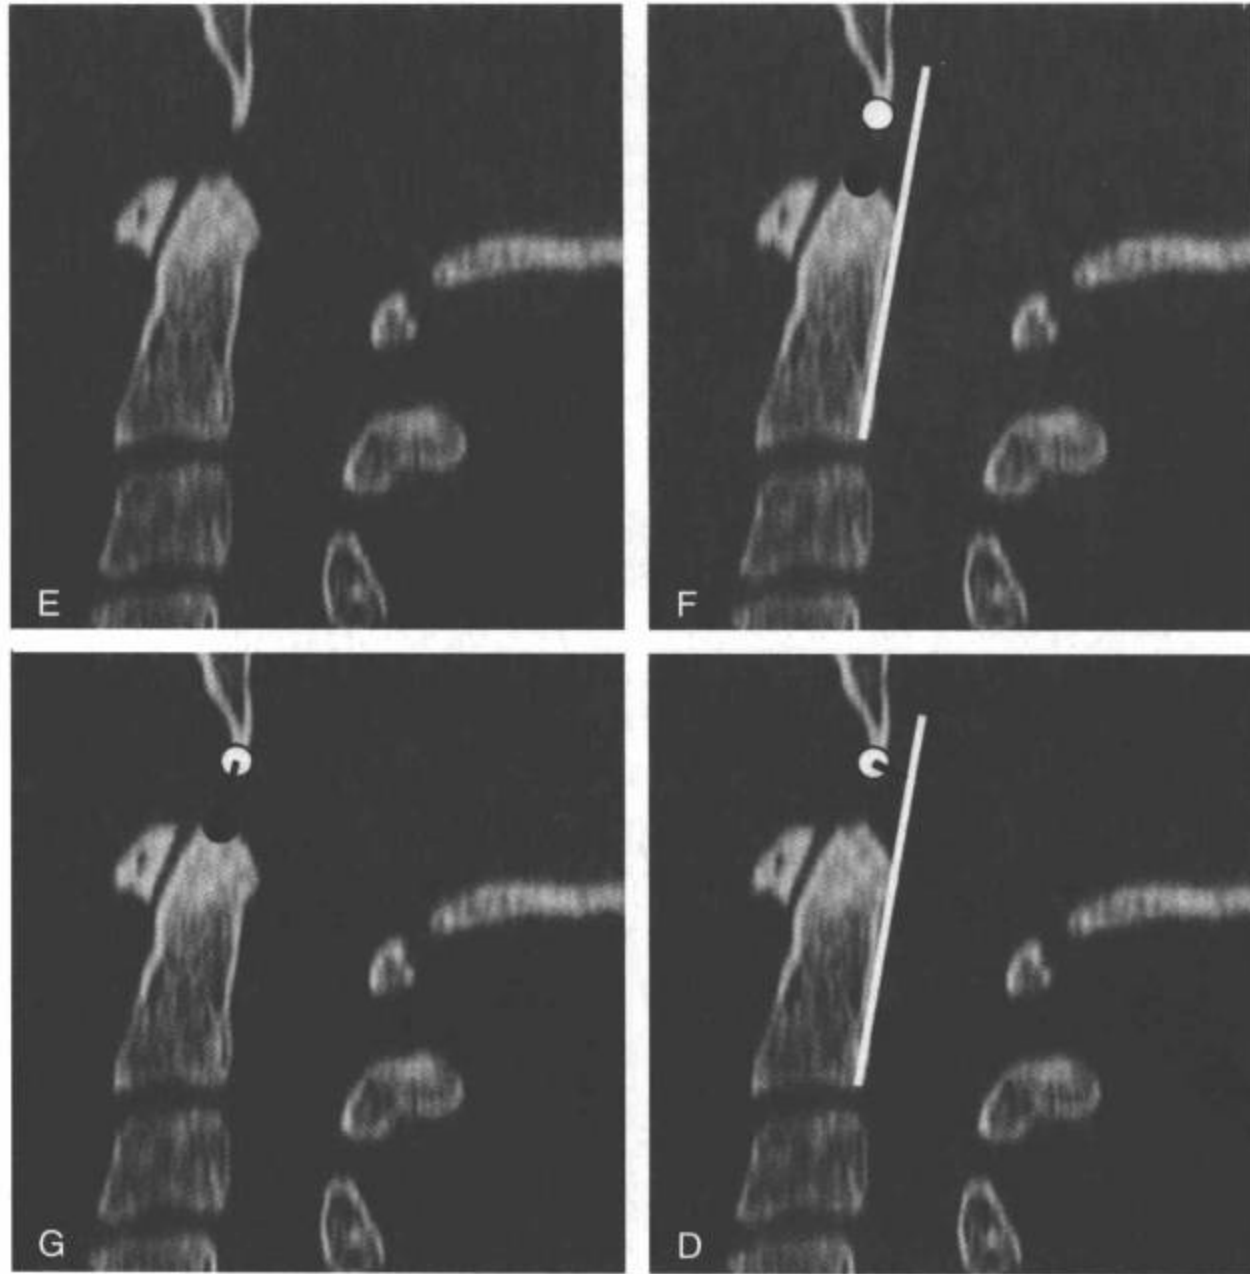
(续) E-H: 正中位上正常颈椎的CT多平面重组矢状面图像。F: 标志: 斜坡下端(F中白点), 齿突顶端(F中黑点)和枢椎后线(PAL), PAL是一条沿枢椎后部皮质的延长线(F中白线)。G: 颅底齿突间隙(BDI), 颅底(白点)应位于与齿突顶端(黑点)的12mm内。H: 颅底枢椎间隙(BAI), BAL(白线)应在颅底(白点)的12mm以内。
